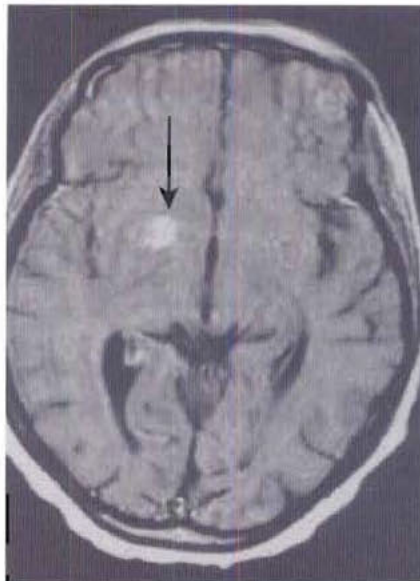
Toxoplasmose chez un patient atteint du sida. Présence de deux lésions dont le signal se rehausse après injection intraveineuse de gadolinium sur une IRM T1. La localisation aux noyaux gris centraux est typique (flèche), mais cet aspect peut également se rencontrer dans le lymphome.
